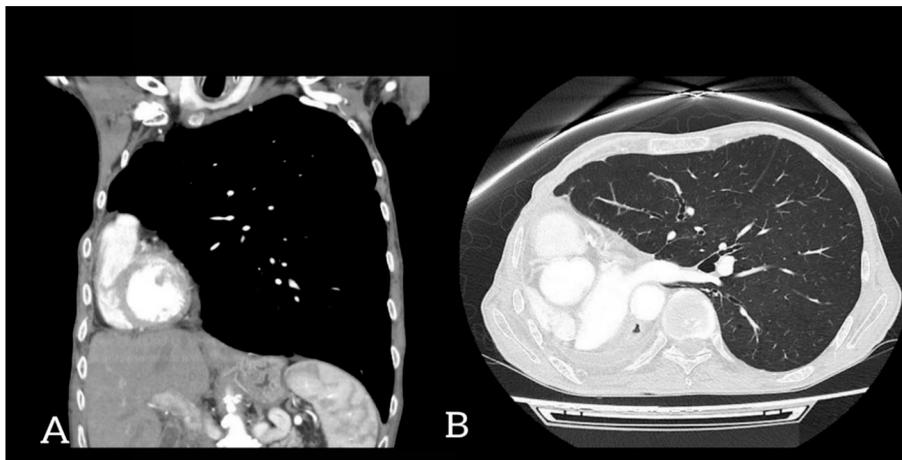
A: TC coronal de tórax y abdomen superior. Cambios de postneumonectomía derecha con importante desplazamiento mediastínico ipsilateral (corazón en hemitórax derecho) y gran dilatación traqueal. B: TC de tórax en ventana de parénquima pulmonar: Gran desplazamiento mediastínico ipsilateral e hiperinsuflación pulmonar izquierda compensatoria.
